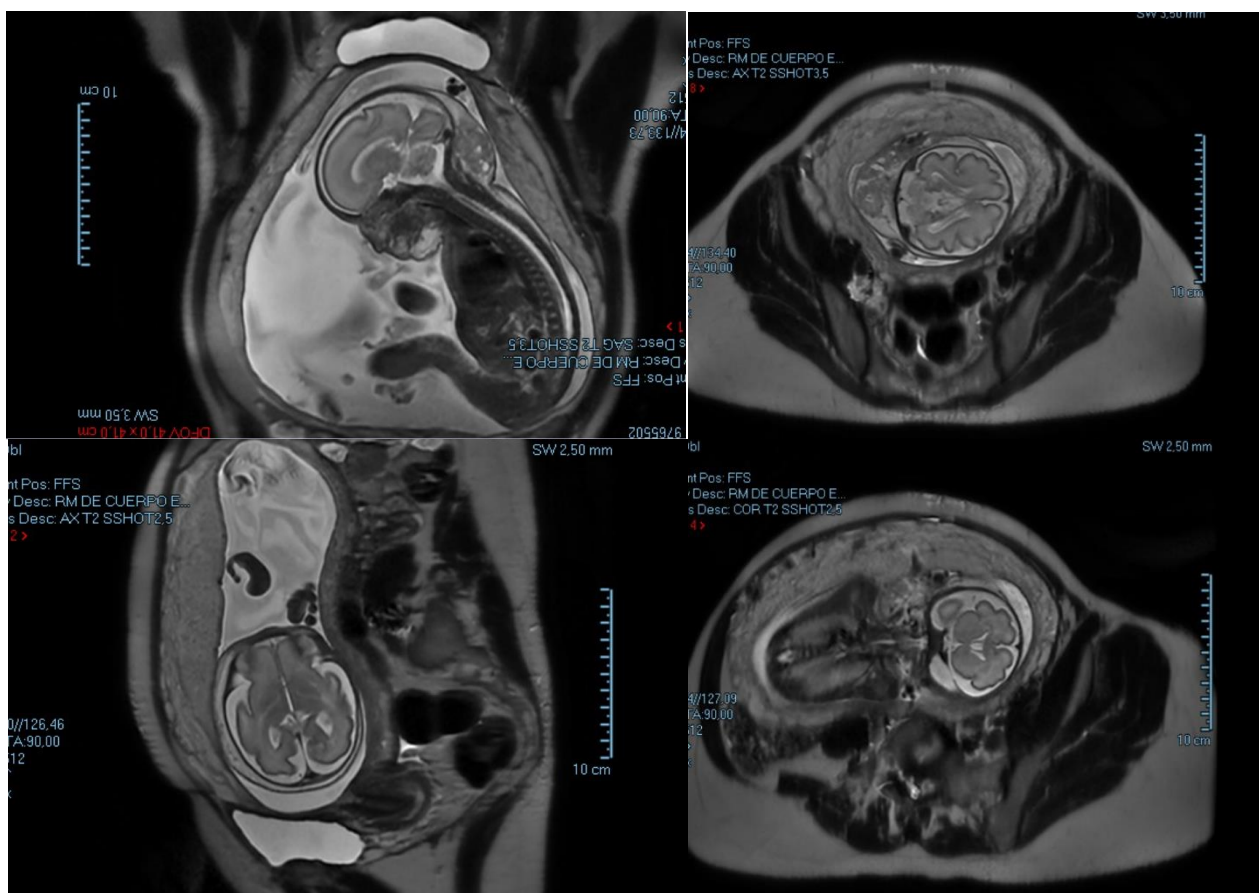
Se observan distintas imágenes de RMN: observa en los distintos planos la lesión retronasal.
